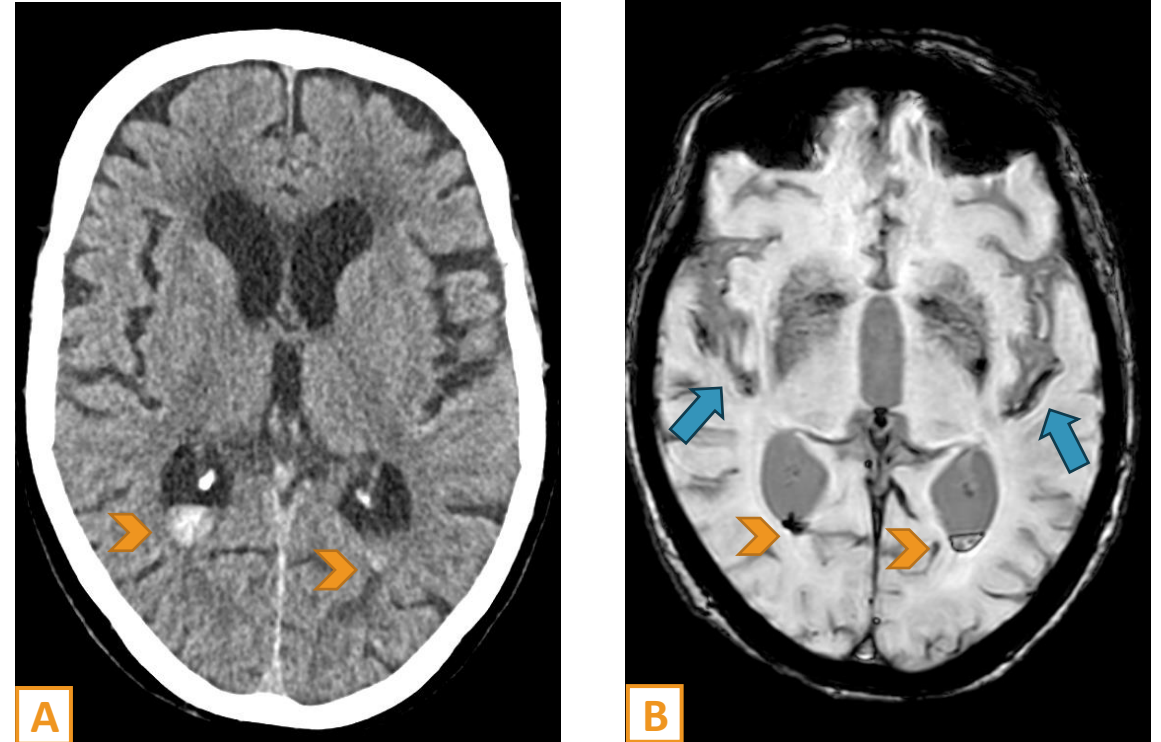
Hemoventrículo de escasa cuantía en las astas occipitales de los ventrículos laterales, discretamente mayor en el ventrículo lateral derecho. En la imagen B, RM (secuencia SWI) muestra acúmulo de material con artefacto paramagnético en las porciones declives de ambos ventrículos laterales, así como en las porciones declives de ambas cisuras de Silvio, en relación con escaso hemoventrículo acompañado de pequeños focos de hemorragia subaracnoidea.
